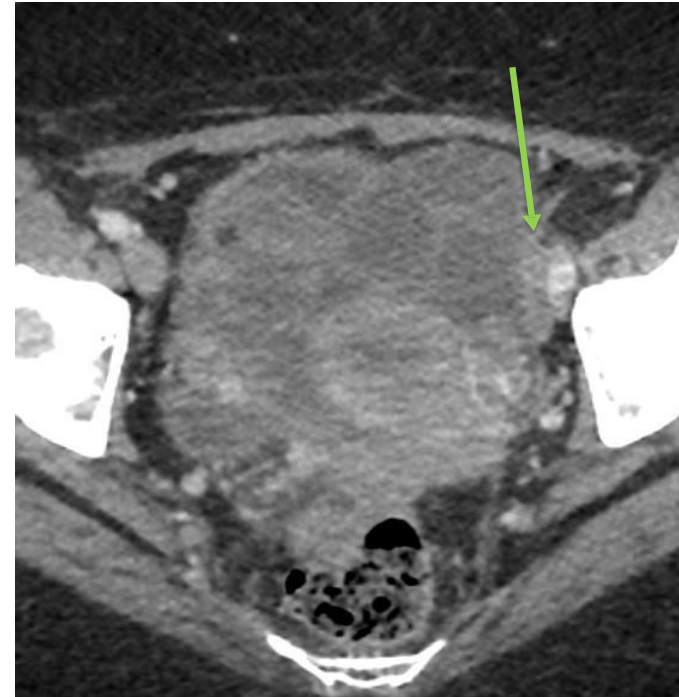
TC corte axial con contraste. Implante englobando los vasos ilíacos izquierdos
